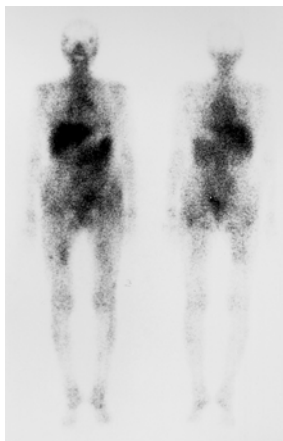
Slight accumulation of ⁶⁷Ga-citrate in bilateral hilar nodes and kidneys in ⁶⁷Ga scintigraphy.
